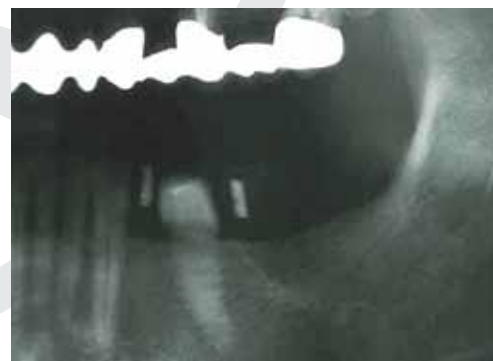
Unterkiefer links mit neuralgiformen Beschwerden der Patientin (Röntgenbild des 3. Quadranten).
